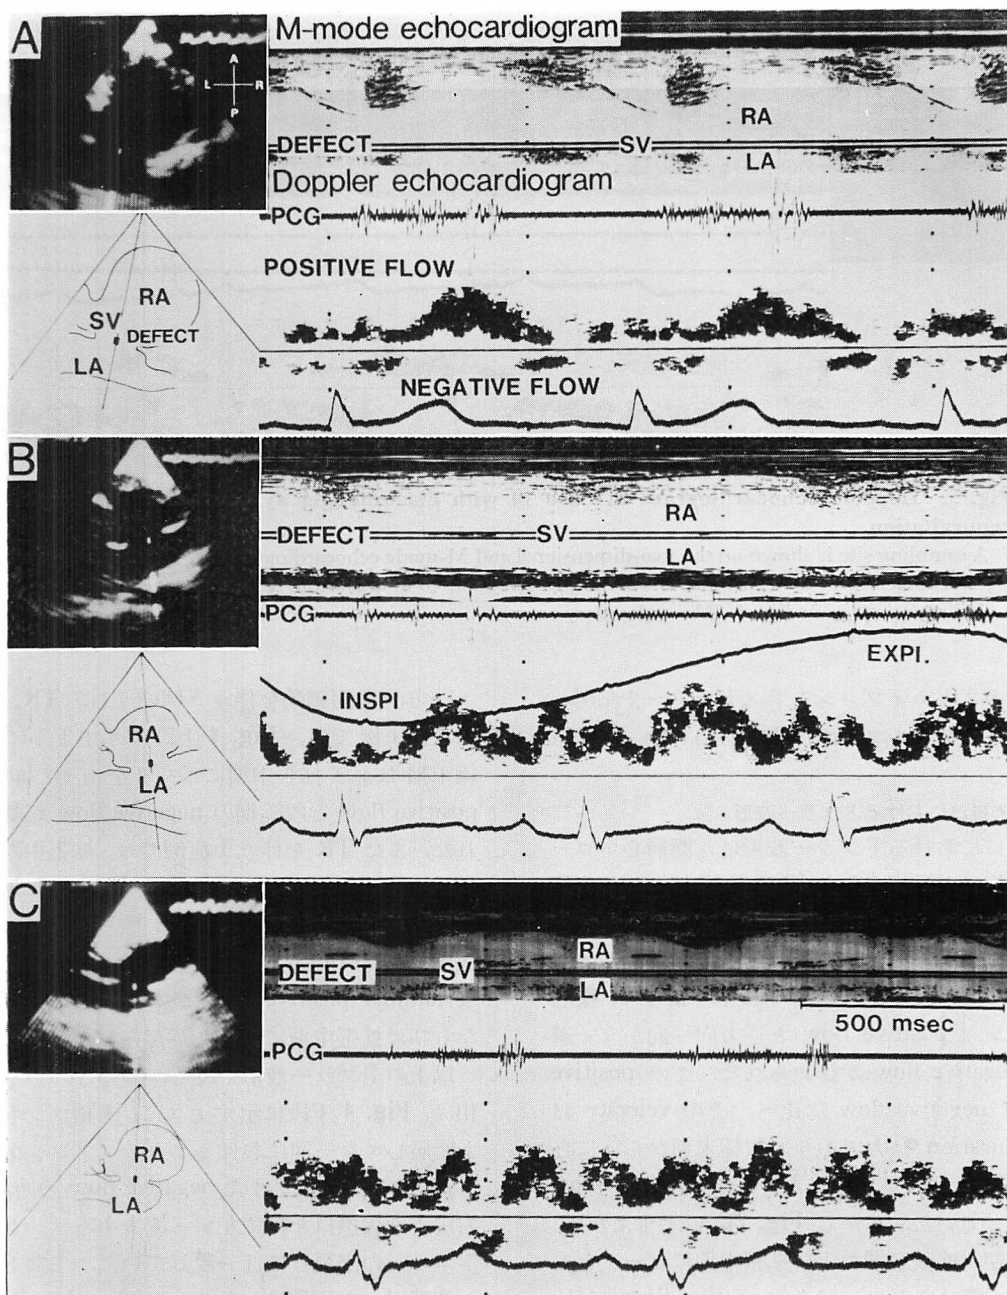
Doppler echocardiograms in three patients of sinus rhythm.
